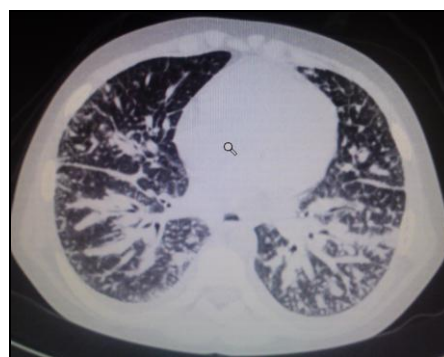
Corte sagital de TC de tórax con ventana pulmonar: infiltrado linfático bilateral y engrosamiento peribronquial.
